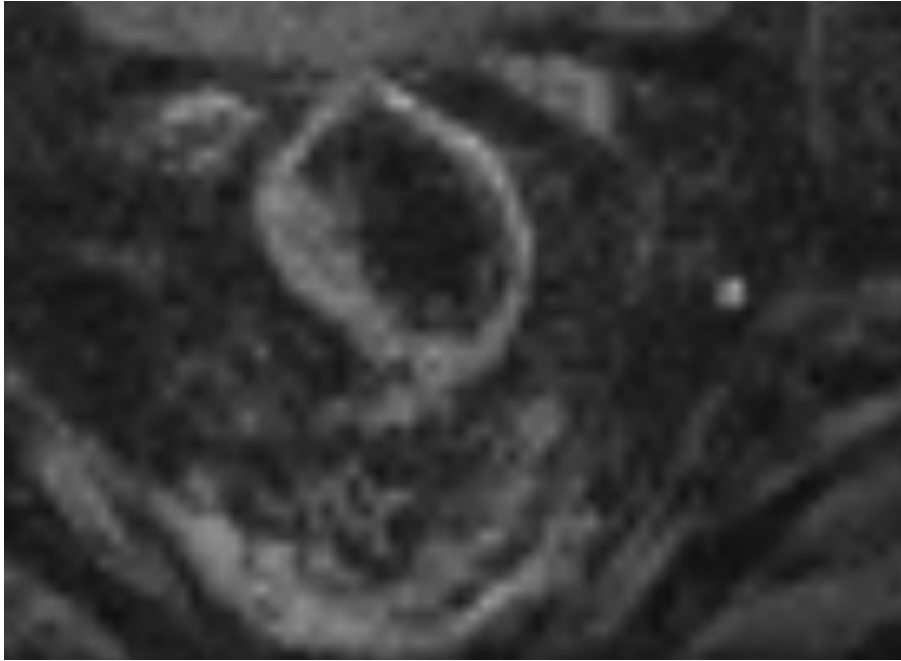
Immagine DWI assiale
